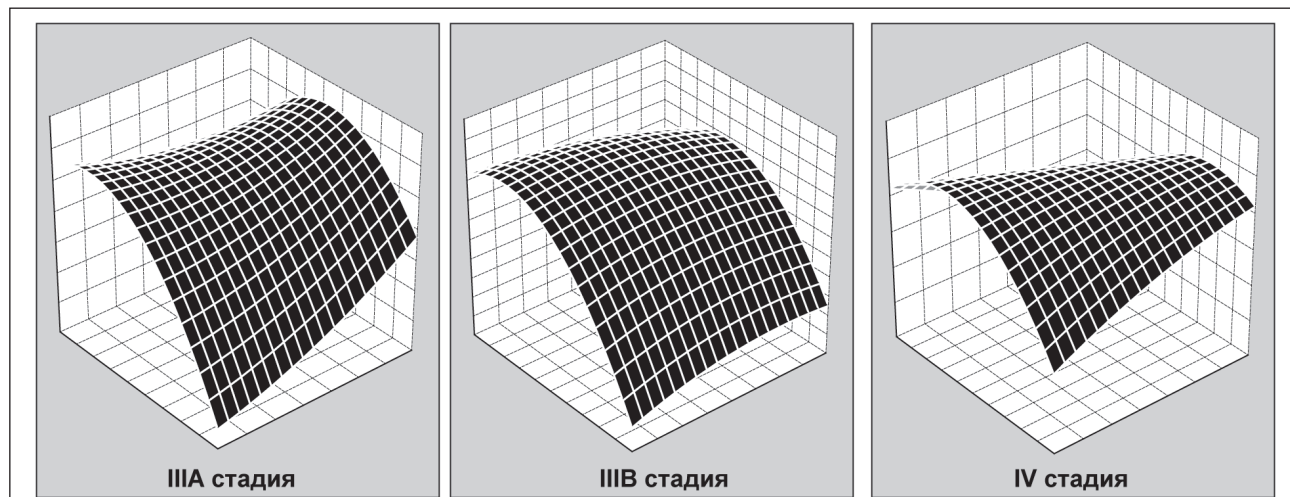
Интегральные трехмерные гистограммы показателей КТ + ОК + ОП у больных РЛ с разными стадиями опухолевого процесса
